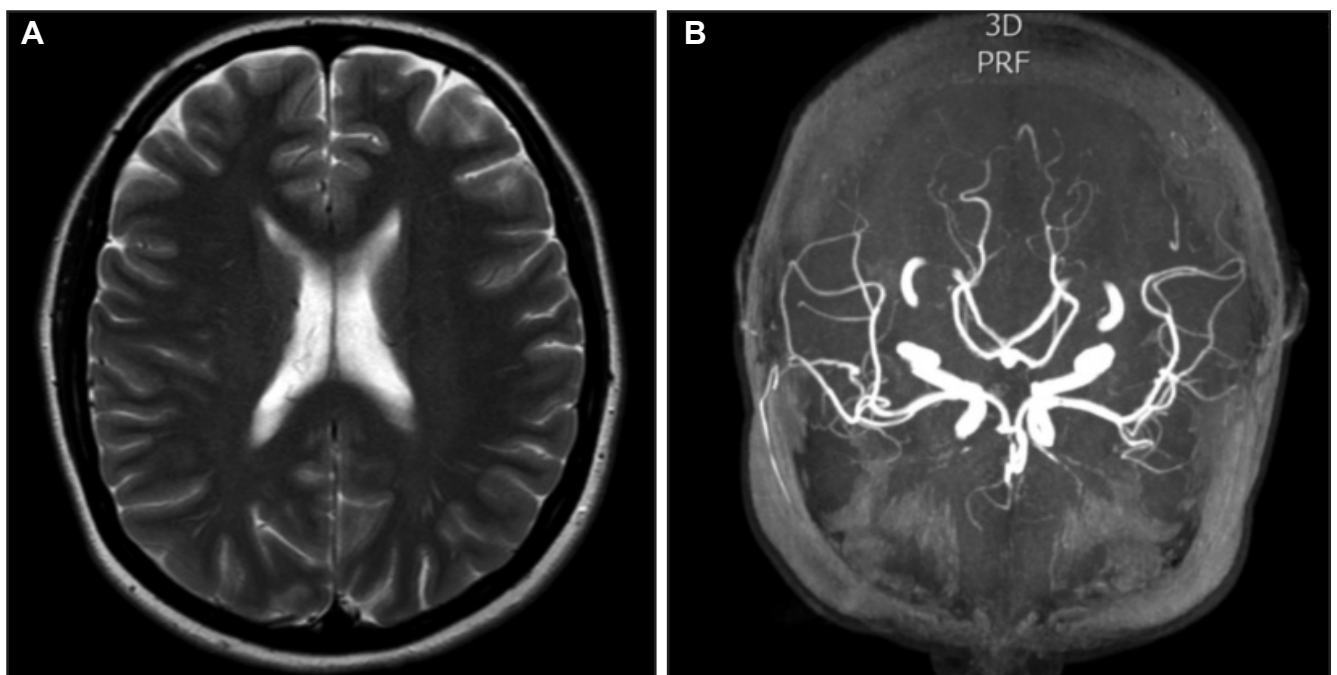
Angioresonancia cerebral. A y B. Desaparición de las zonas hiperintensas y la vasoconstricción.
